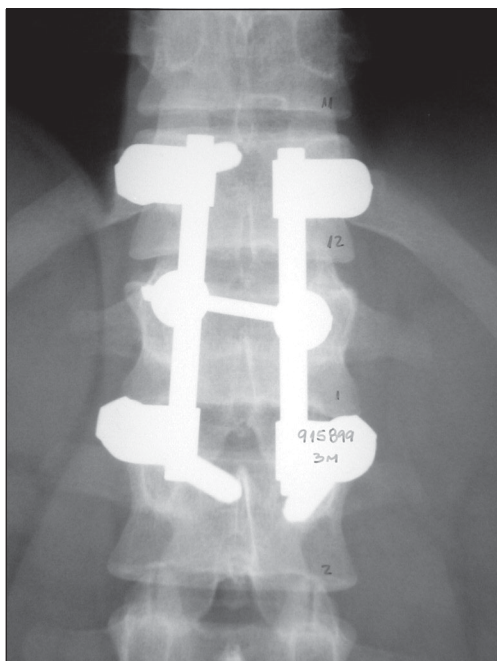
A: Radiografía AP y B: lateral (3 meses).
